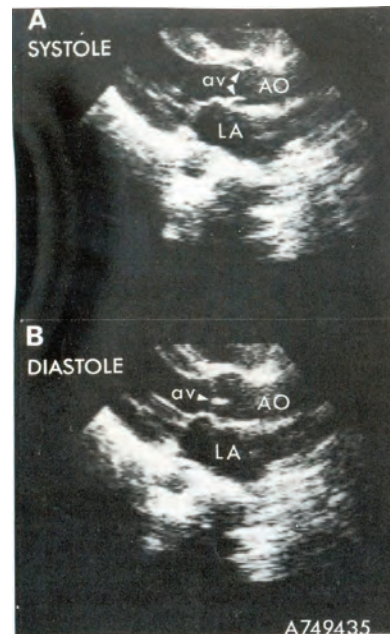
muestra ecocardiograma bidimensional en eje largo de una válvula aórtica normal. Durante la sístole las valvas aórticas abiertas son paralelas entre sí y descansan cerca de las paredes de la aorta. Durante la diástole el punto de coaptación de las valvas se visualiza como un eco brillante dentro de la aorta. VI = ventrículo izquierdo AI = aurícula izquierda, AO = aorta y AV = valvas aórticas.
